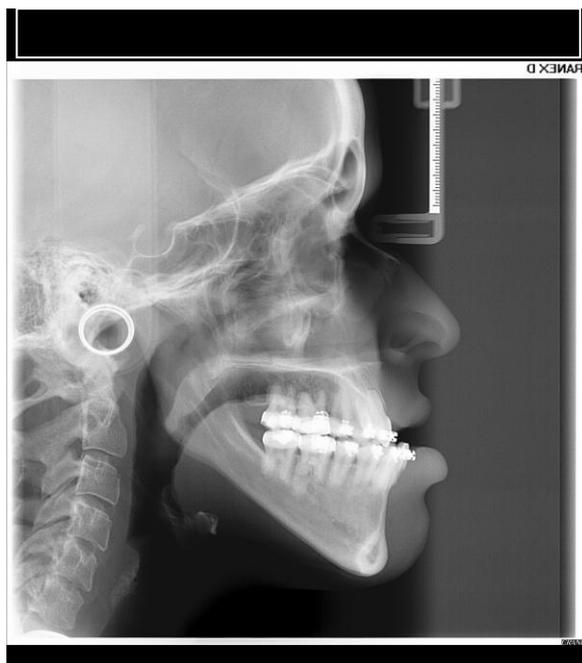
Telerradiografia de Perfil
